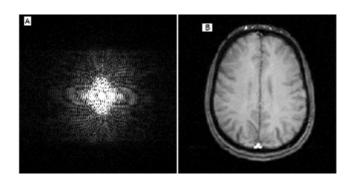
l'image A est obtenus par codage de signal IRM et l'image B est obtenue par le transformé de Fourier effectuée par l'informatique. [36]
